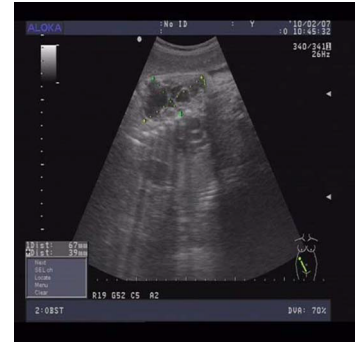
孕39周胎儿颈、肩、胸部被囊肿包裹,胎儿纵断面超声声像图
